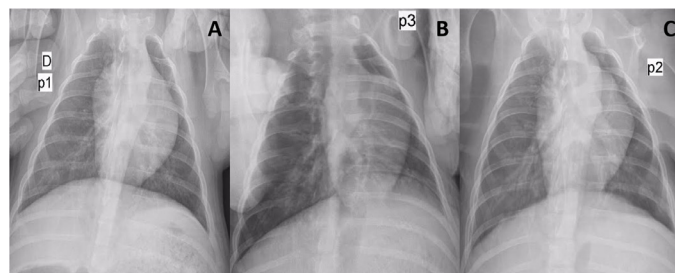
Radiografie toracică a animalelor de laborator efectuată la 2 săptămâni postoperator: A – lotul 1, B – lotul 2, C – lotul 3 (explicații în text).
